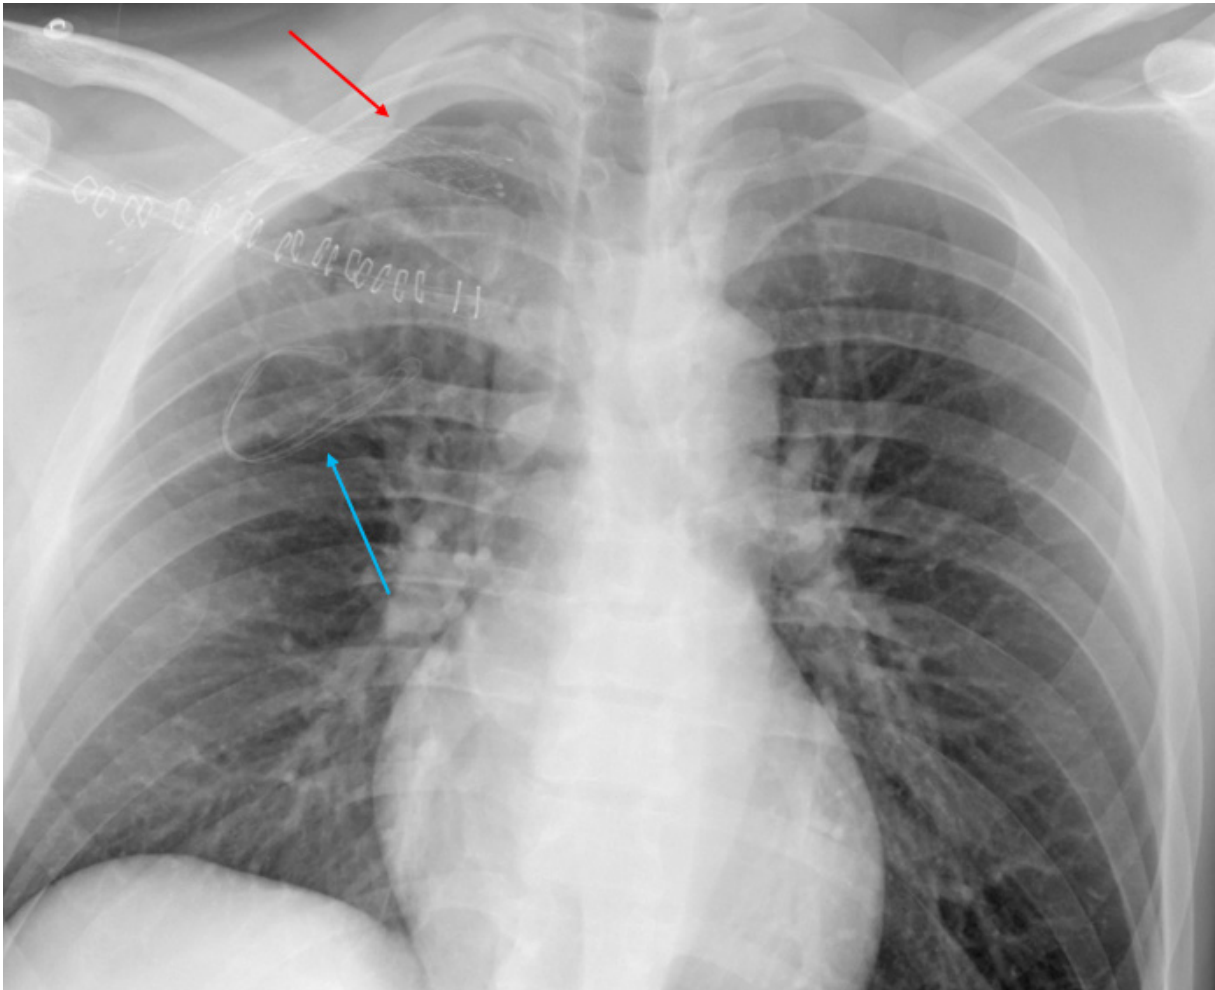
Radiografía de tórax postquirúrgica de control. Se objetiva la colocación de los dos *stents* en venas axilar y subclavia (flecha roja), y resección del arco anterior de la primera costilla derecha. Se visualiza una gasa que protege el punto de drenaje (flecha azul).
